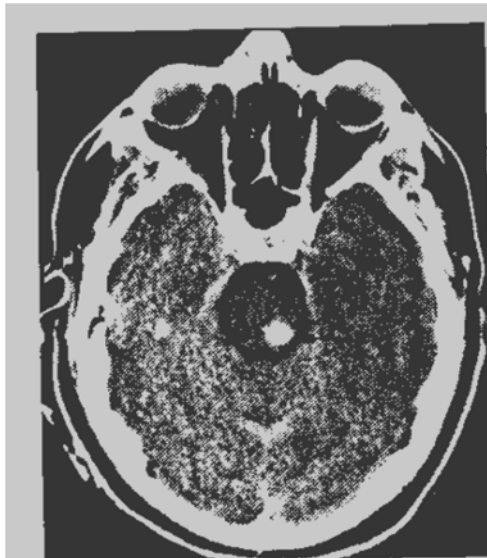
Thin-section CT scan clearly shows discrete hemorrhage in the collicular plate of the midbrain (arrow).
